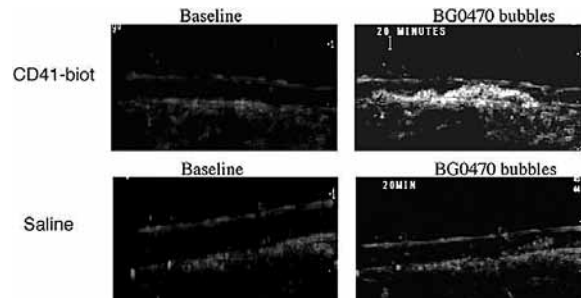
Microbolhas direcionadas aos receptores GPIIb/IIIa envolvendo o sistema biotina-avidina. A injeção intravenosa de microbolhas revestidas com avidina, quando precedida da administração de um anticorpo, ligado à biotina, direcionado aos receptores GPIIb/IIIa facilita a visualização de coágulos pela Ultrassonografia.³³
